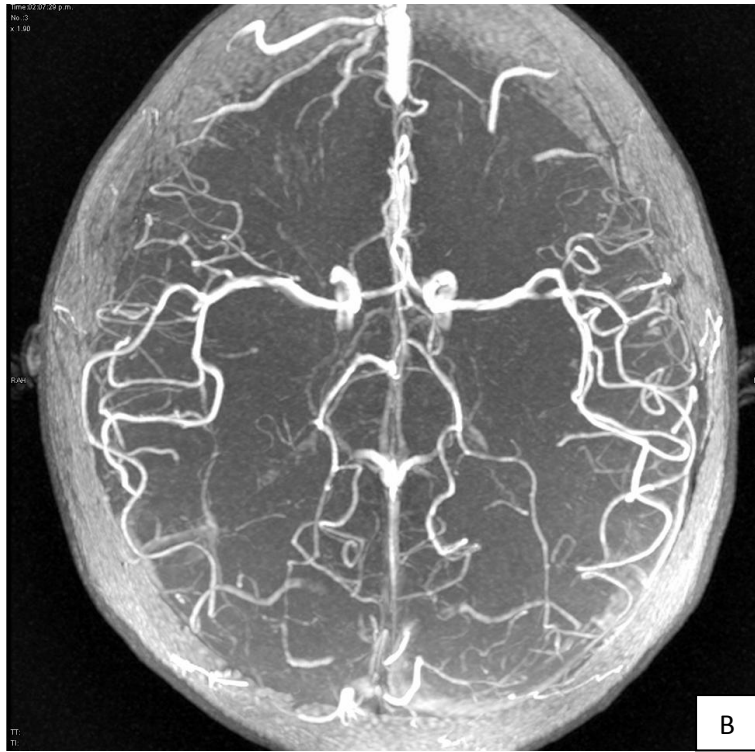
A,B y C. Angiorresonancia: disminución de calibre del seno transverso del lado derecho, así como contornos irregulares de ambas cerebrales posteriores predominando la izquierda.
